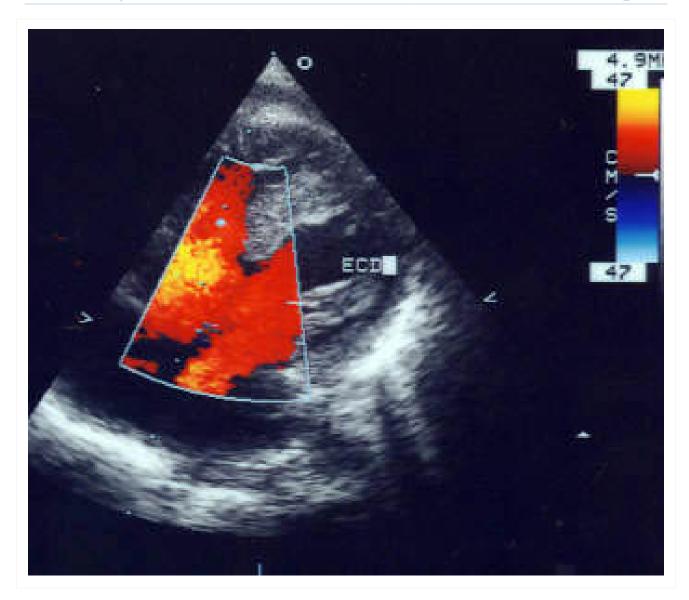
Imagem ecocardiográfica com dopplerfluxometria a cores mostrando shunt esquerda-direita através de um defeito do septo ventricular do tipo 3 no nível do coxim de entrada
